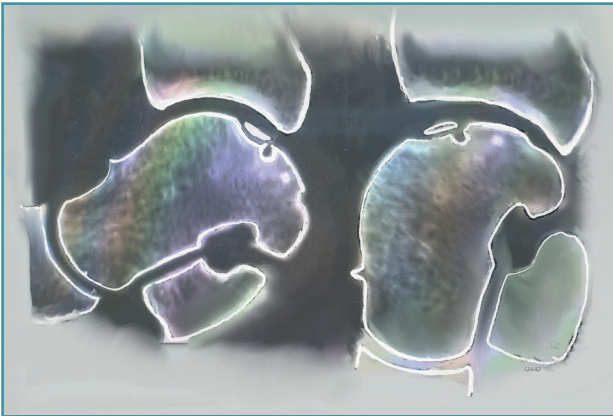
Una tomografía computarizada (TC) preoperatoria realizada con el tobillo en flexión plantar forzada puede ser una herramienta valiosa en la planificación quirúrgica. La imagen sagital de la izquierda revela un defecto osteocondral (OCD) localizado en posición posteromedial. En posición de flexión plantar a la derecha, la misma vista ilustra la posición que alcanzará el cirujano en la operación. Se producen dos cambios anatómicos clave: 1) se forma un espacio entre la tibia distal anterior y el astrágalo, lo que mejora el acceso al espacio articular posterior y al OCD; 2) el OCD se desplaza anteriormente. Utilizando el borde anterior de la tibia distal como referencia fácilmente identificable durante la intervención quirúrgica.
